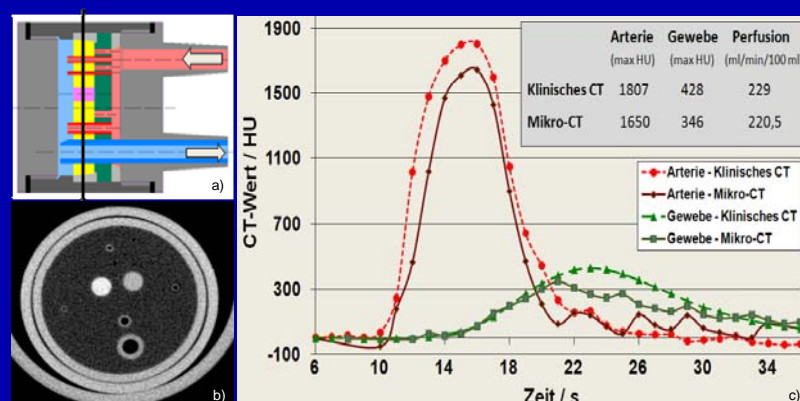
Die zeitliche Auflösung wurde auch mit einem Perfusionsmodell (links) abgeschätzt. Dabei konnte zum Beispiel qualitativ nachgewiesen werden, dass Mikro-CT die Kontrastmitteldynamik ähnlich aufzeichnen kann wie die klinische CT (rechts).
